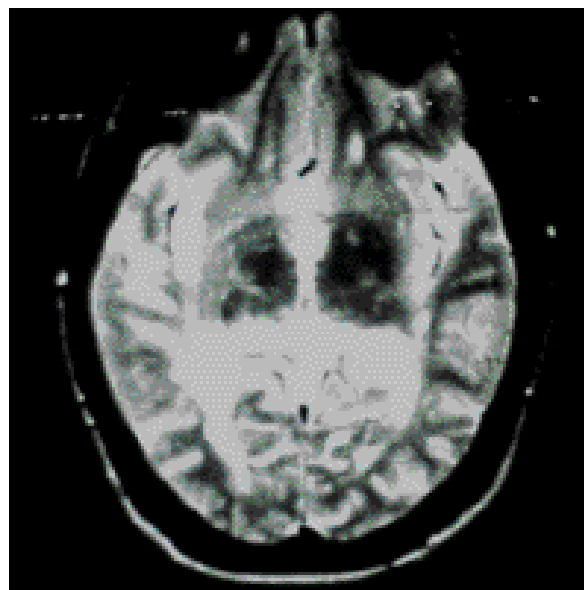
Depósitos de hierro en IRM-T2 . se observan como zonas hipointensas
